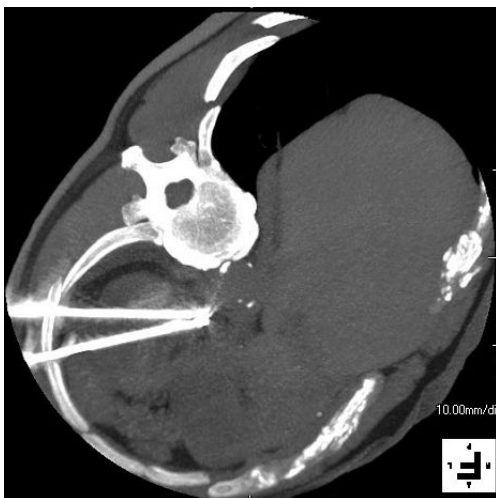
CT guided radiofrequency ablation of the aldosterone producing adenoma. Bipolar ablation needle is inserted with CT fluoroscopic guidance. Serum aldosterone level became normal after the interventional radiological treatment.
